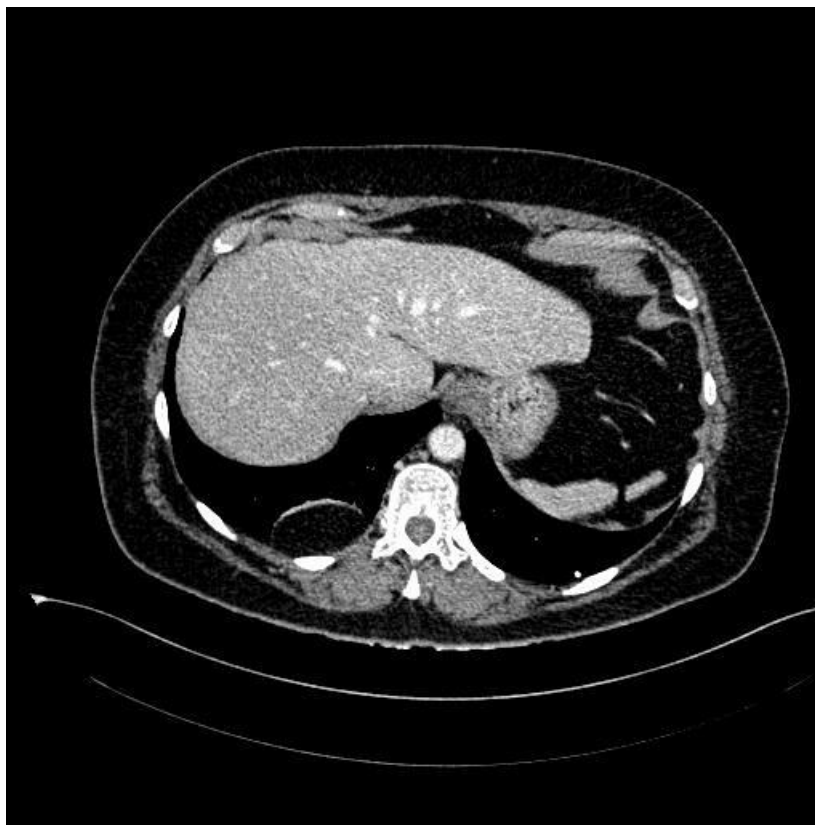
TAC tóraco-abdominal con imagen de hernia de Bochdalek
